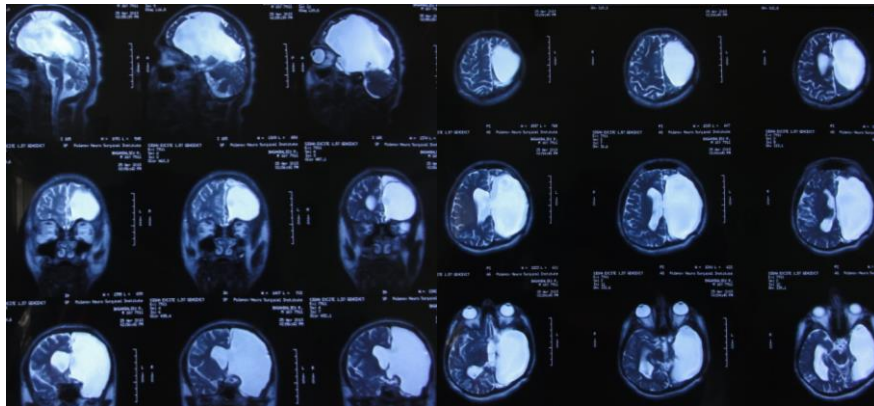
(Ж) – Больной Б., 15 лет. Ист. б. №727-12. МРТ после операции.
